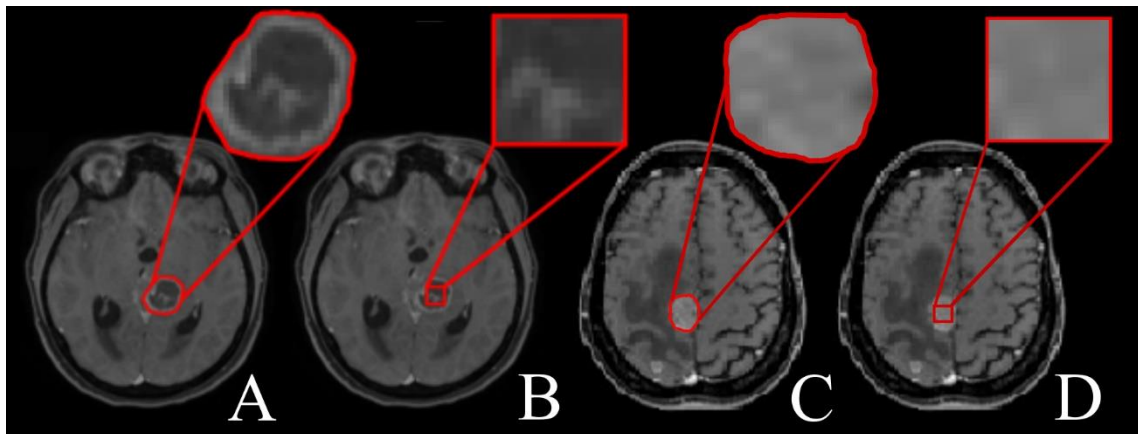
T1-weighted SE gadolinium-enhanced image of primary tumor, with Radiologist (A) and operator (B) ROI positioning. T1-weighted SE gadolinium-enhanced image of solitary brain metastasis, with Radiologist (C) and operator (D).
